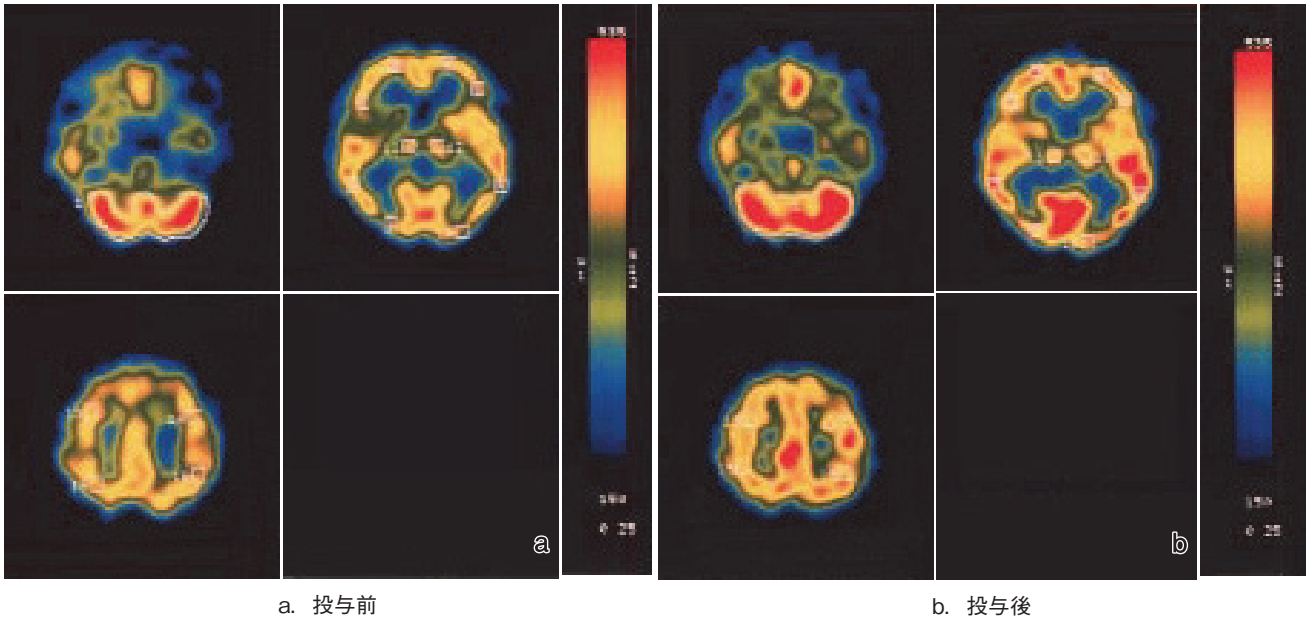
1症例におけるエストロゲン投与前後のSPECT
